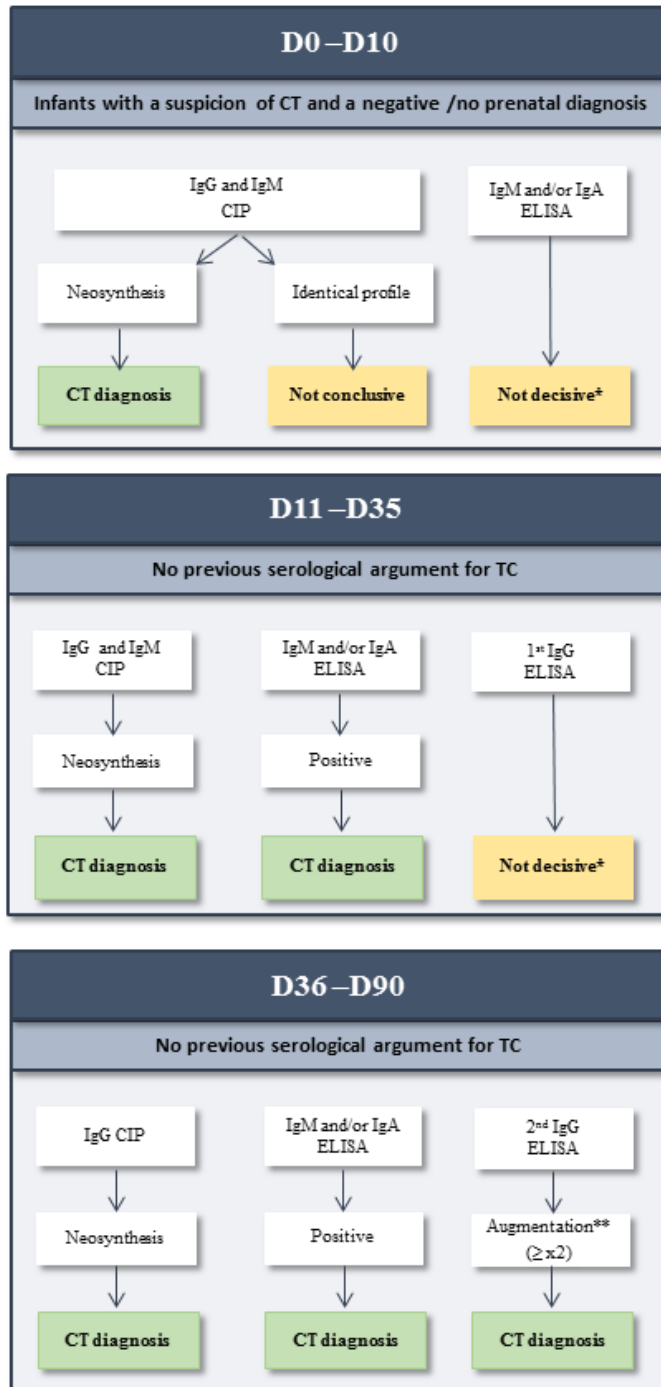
Recommendations from National Reference Center to CT serological diagnosis on an infant with negative or no prenatal diagnosis. *Risk of contamination by maternal immunoglobulins. IgG must be measured in parallel on successive sera with the same technique.
